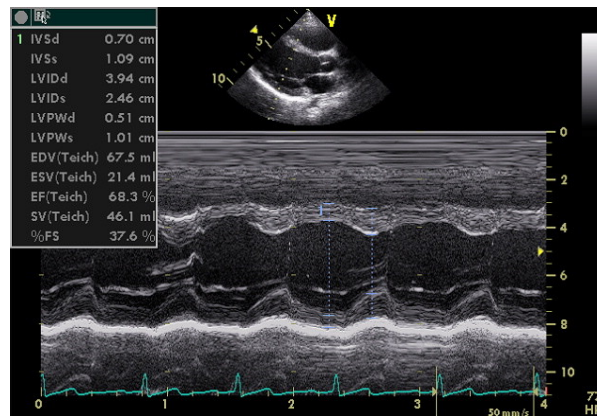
Darstellung der linksventrikulären Diameter und Wanddicken im M-Mode, parasternaler Längsschnitt.
